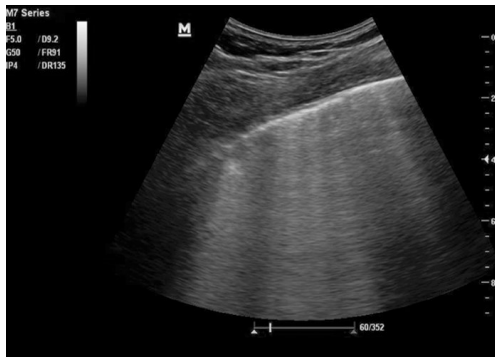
重度组—45岁男性患者超声图像,表现为自胸膜线发出,垂直于胸膜线,随胸膜滑动而移动的、非对称性、延伸至远场的高回声激光束条,1个肋间隙超过3条;肺部超声评分28分
